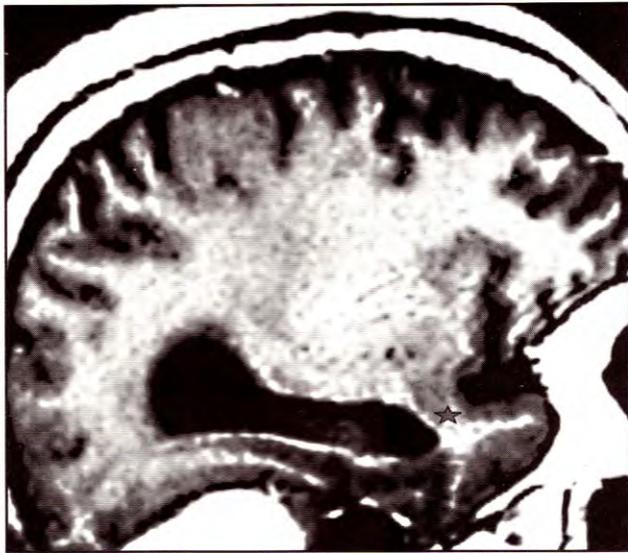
Corte sagital de una resonancia magnética donde se aprecia el tallo temporal, entre la cisura de Silvio (extremo anterior del surco insular inferior) y el asta temporal del ventrículo lateral.
